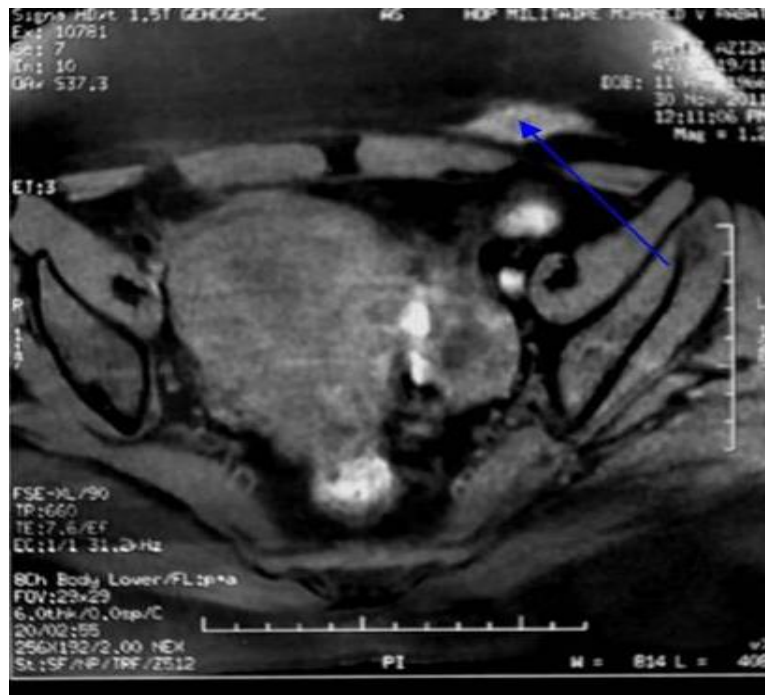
IRM pelvienne : Nodule endométriosique de la paroi abdominale antérieure hyperintense avec des signes d'endométriose pelvienne.
